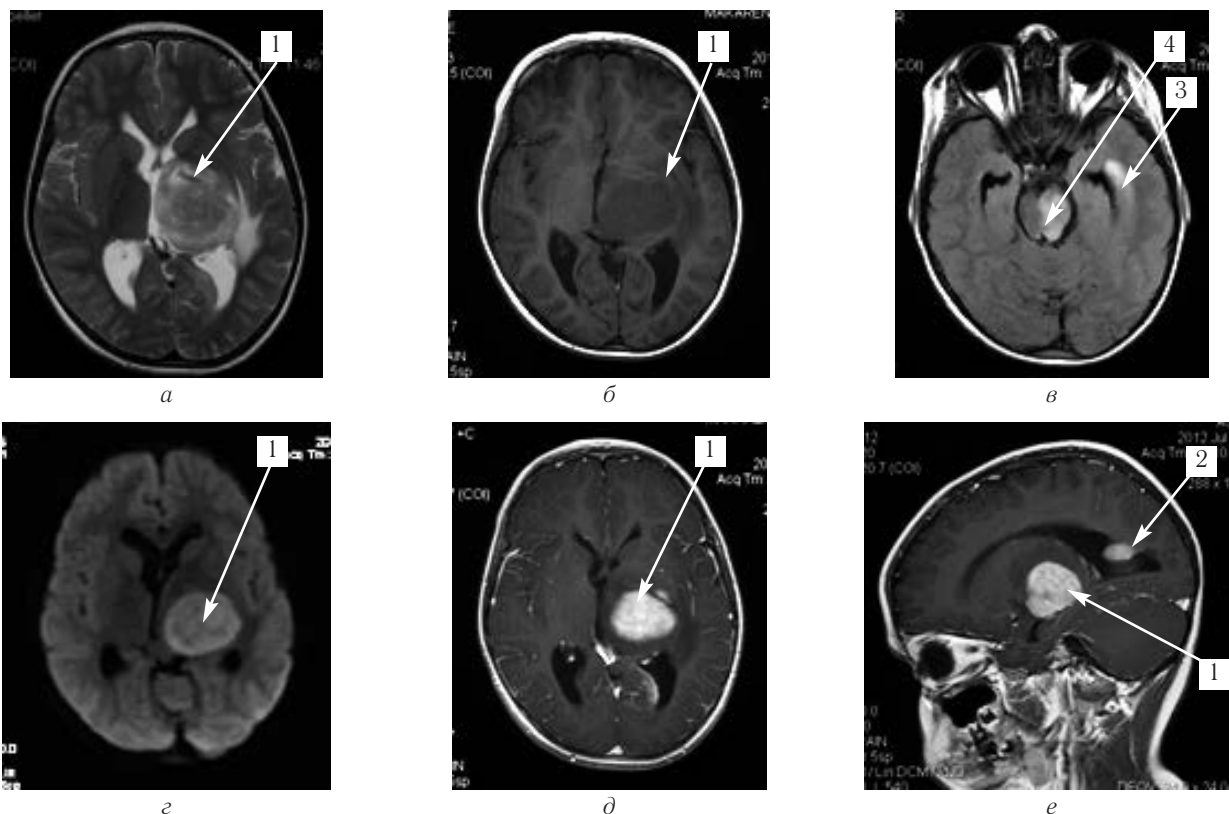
Пациент М. Г., 8 лет (собственное наблюдение). Нейролейкемия, энцефалитическая форма с поражением левого таламуса, сплетения левого бокового желудочка, левой ножки мозга: *а* — T2-ВИ, *б* — T1-ВИ, *в* — FLAIR, *г* — ДВИ, *д, е* — постконтрастное МР-изображение. Патологическое изменение сигнала в левом таламусе (1), в левом боковом желудочке (2), левой височной доле (3), в ножке мозга (4) показано стрелками.
